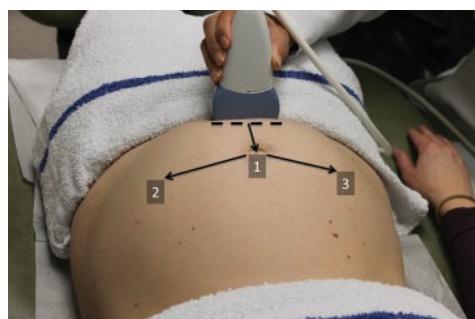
Detection of fetal cardiac activity (step 2): Place the transducer transversely in the lower abdomen just above the symphysis pubis and move it in the midabdomen toward the umbilicus while maintaining the transverse orientation of the ultrasound transducer. If fetal cardiac activity is not seen following this initial step, move the transducer from the umbilicus to the left and/or the right lateral side of the abdomen while maintaining the transverse orientation. The dotted line represents the initial position and orientation of the probe.
